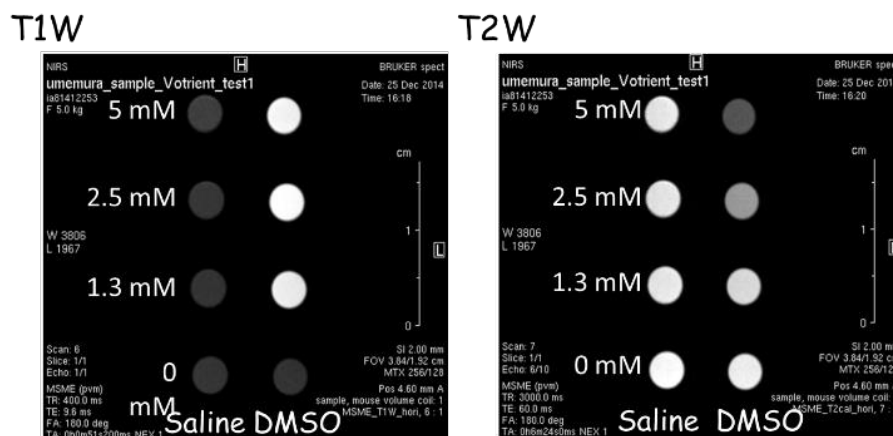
生理食塩水もしくは DMSO に溶解させた磁性ヴォトリエントの MRI 撮影像
